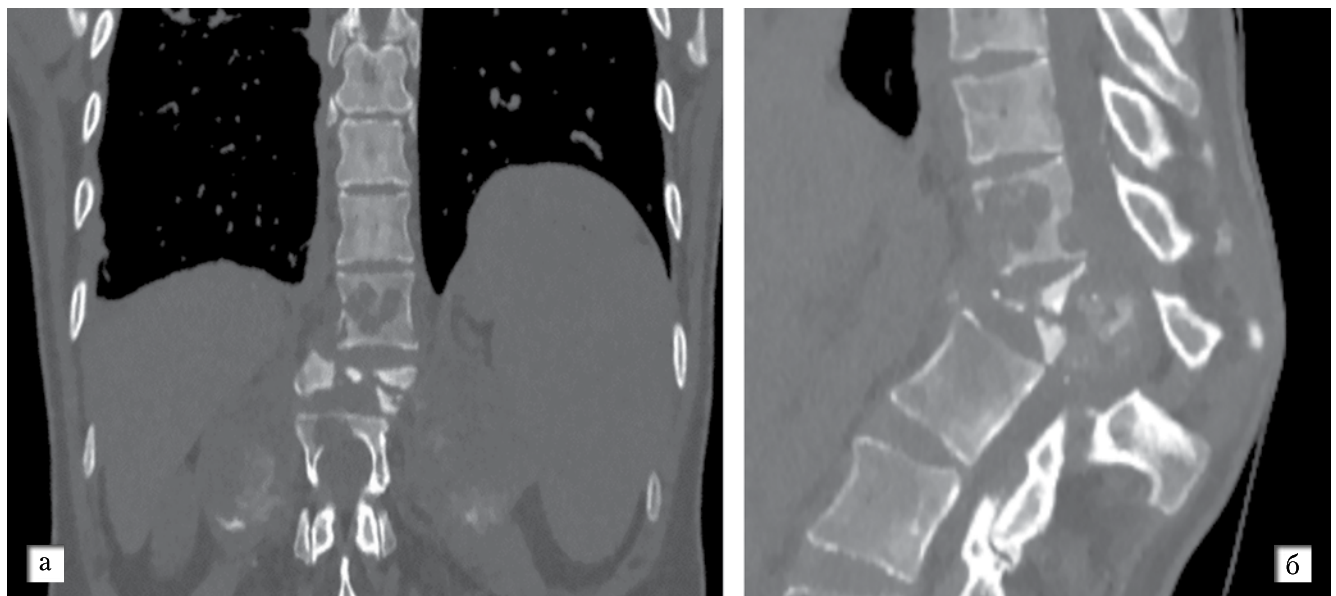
Больная И. при поступлении. КТ грудно-поясничного отдела позвоночника. Визуализируются очаги деструкции в позвонках. Реконструкция (А) – корональная проекция, Б – сагиттальная проекция
